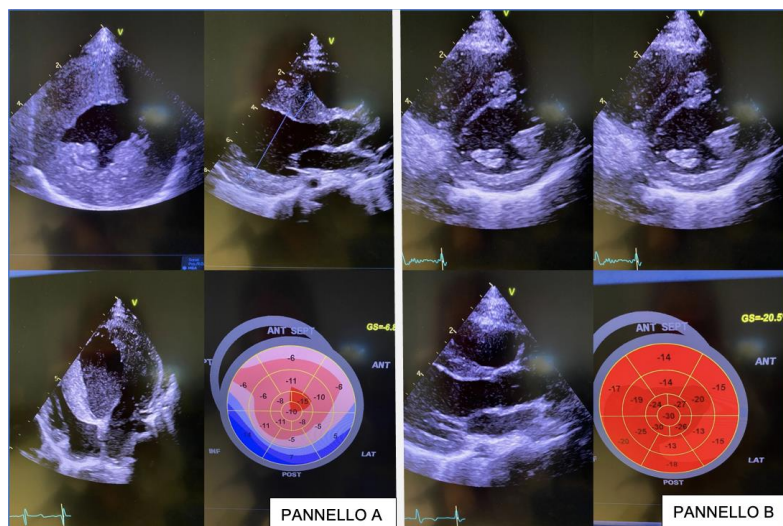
Pannello A: Ecocardiocolordoppler tempo 0. Pannello B: Ecocardiocolordoppler a 5 mesi post ERT.
